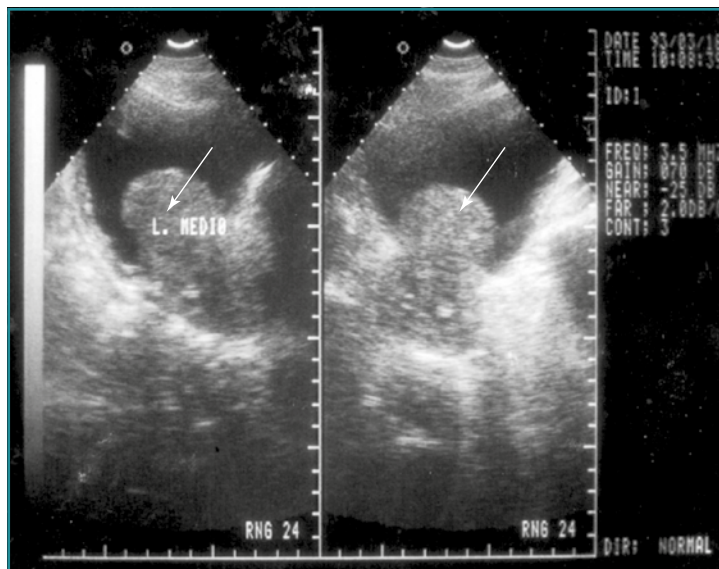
Ecografía de hiperplasia prostática con crecimiento del lóbulo medio intravesical.
